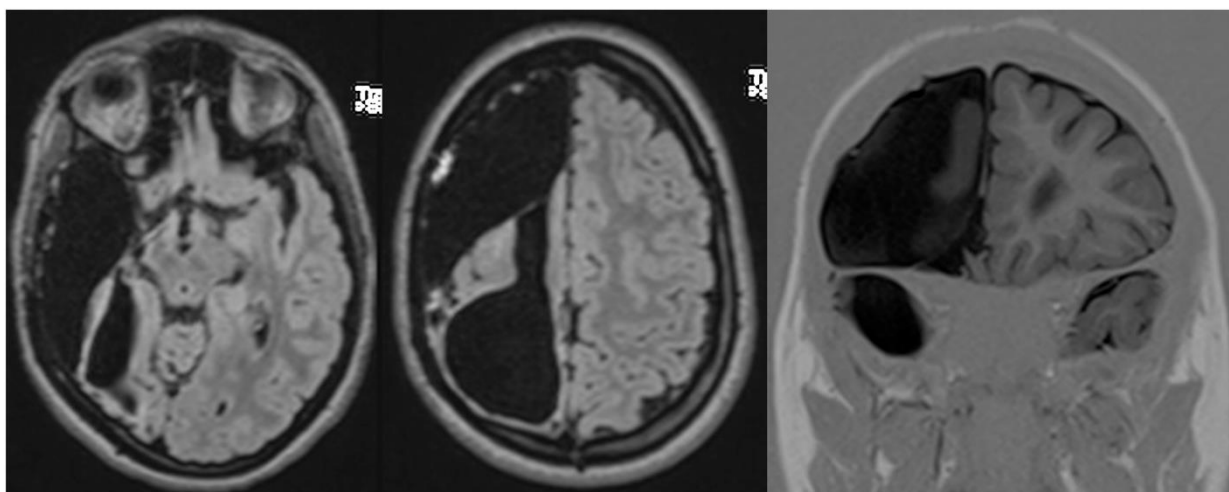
МРТ головного мозку хворої П. (№150239/2015) після мультифокальної резекції
